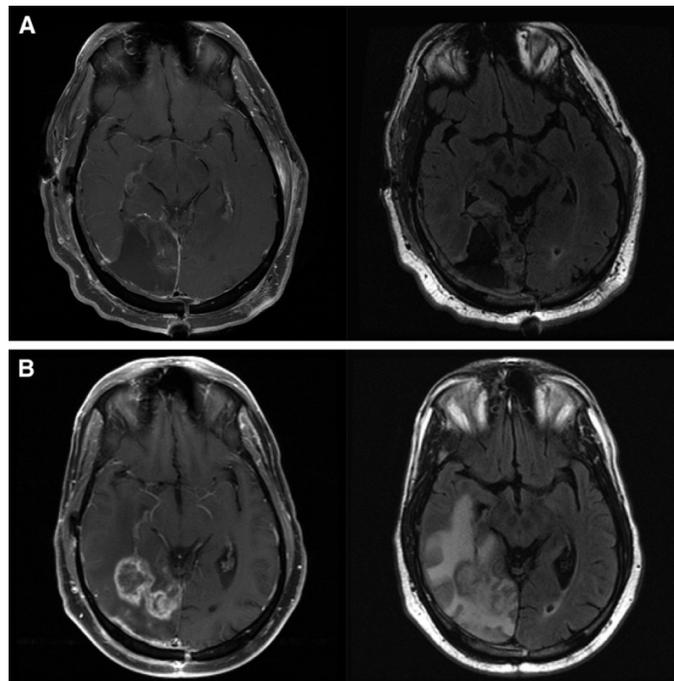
Imagen de resonancia magnética (RMN) en la que se puede apreciar (A) una resección total macroscópica (B) RMN realizada 1 mes después de completar la quimiorradioterapia, con nuevo realce en la cavidad de resección tratada con edema vasogénico circundante significativo (Nam JY, et al. 2017)
